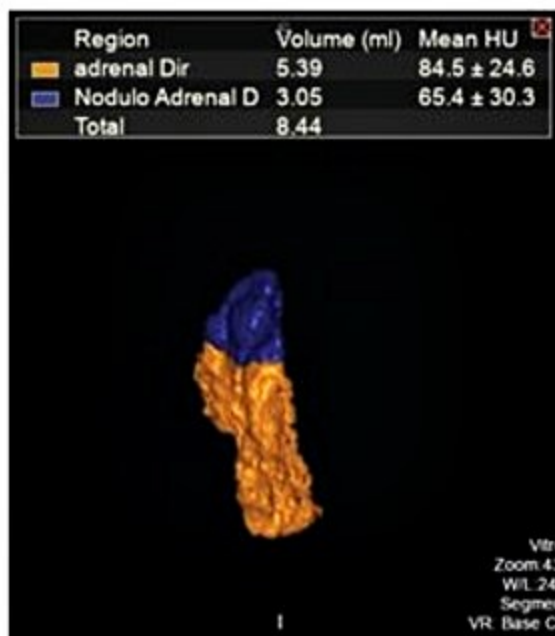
Com o avanço da tomografia computadorizada por múltiplos detectores pode-se segmentar as adrenais e obter o volume das glândulas, como demonstrado na reconstrução tridimensional acima, discriminando eventuais tumores para uma ressecção parcial.
